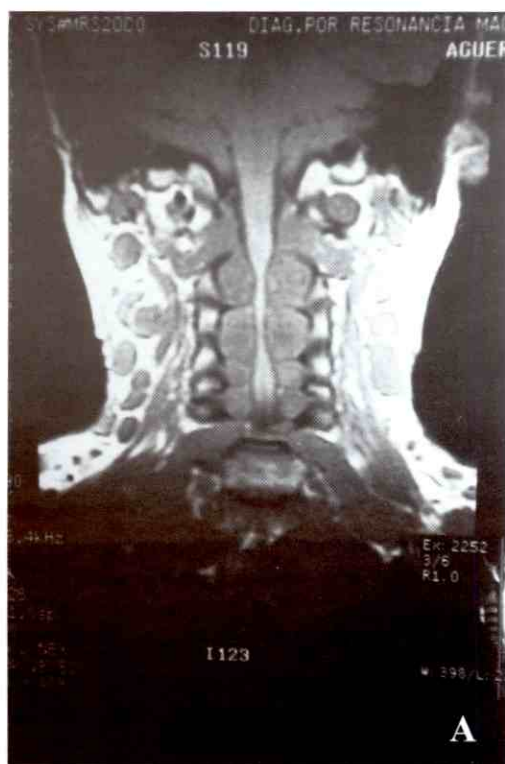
Imagen de resonancia magnética preoperatoria coronal.
